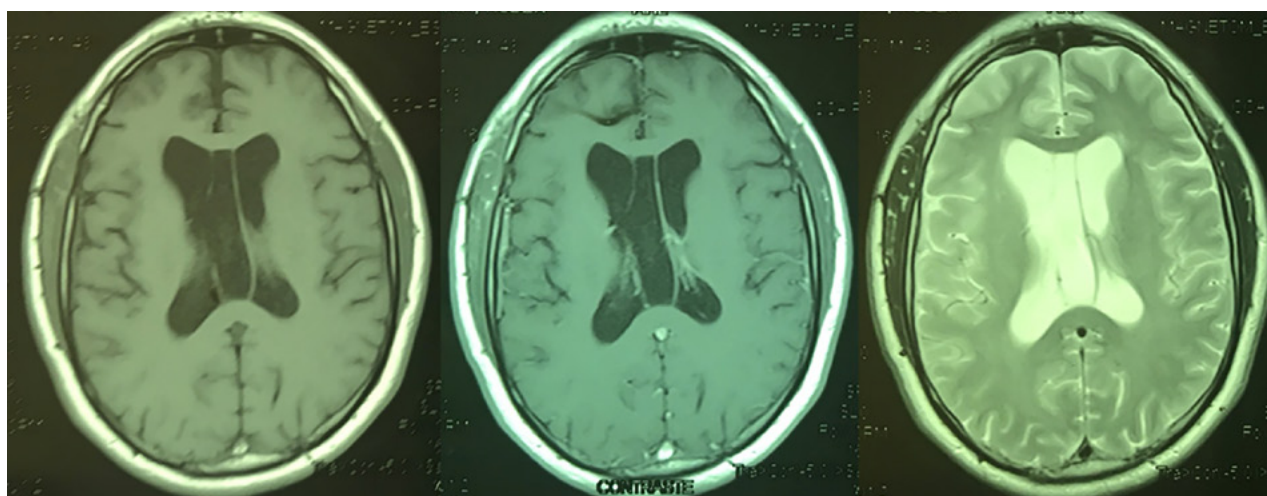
Resonancia magnética que evidencia la exéresis completa de la lesión.
